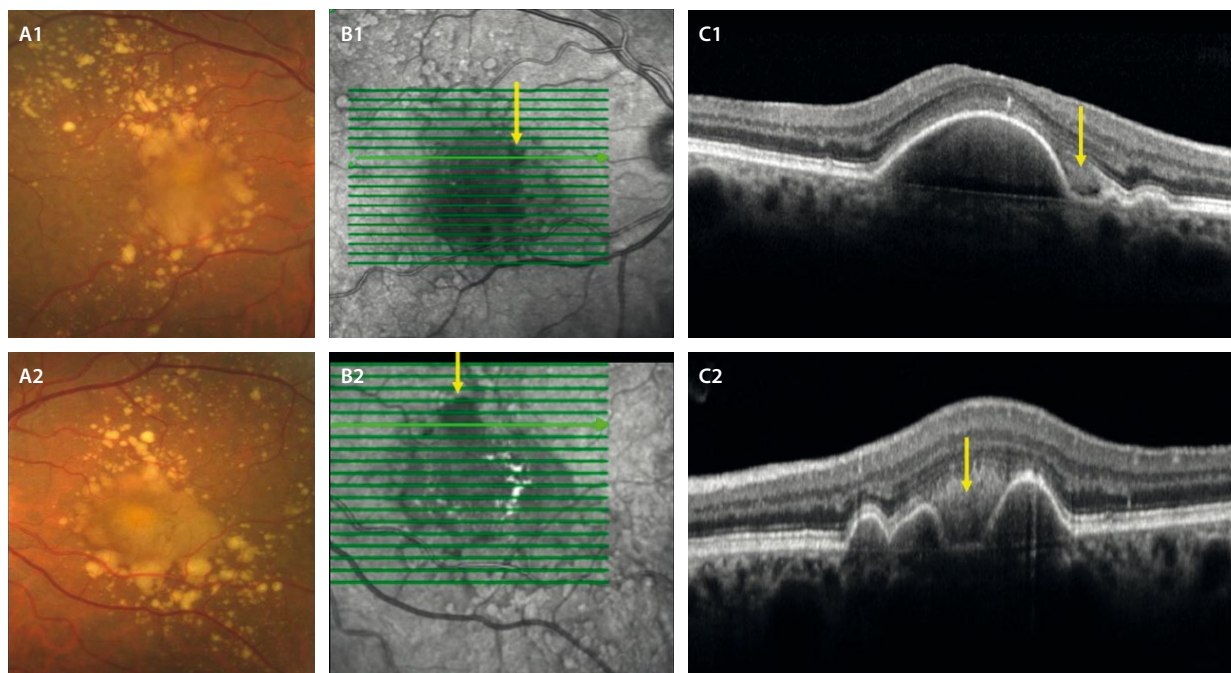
Desprendimiento del epitelio pigmentario de la retina drusenoides que asocia material viteliforme. A1 y A2) La retinografía a color muestra el desprendimiento como lesiones amarillentas de bordes poco definidos rodeados de drusas blandas. El material viteliforme se puede ver como amarillento-anaranjado. B1 y B2) En la imagen cercana a la infrarroja se aprecia una hiporreflectividad en las zonas de material viteliforme (flecha amarilla) e hiperreflectividad en las zonas de cambios pigmentarios. C1 y C2) La tomografía de coherencia óptica demuestra la presencia de desprendimientos del epitelio pigmentario de la retina cupuliformes con material hiperreflectivo (flecha amarilla) entre el epitelio pigmentario de la retina y la capa de los elipsoides (antiguamente espacio viteliforme). Estos desprendimientos tienen un contenido isorreflectivo normalmente homogéneo.
